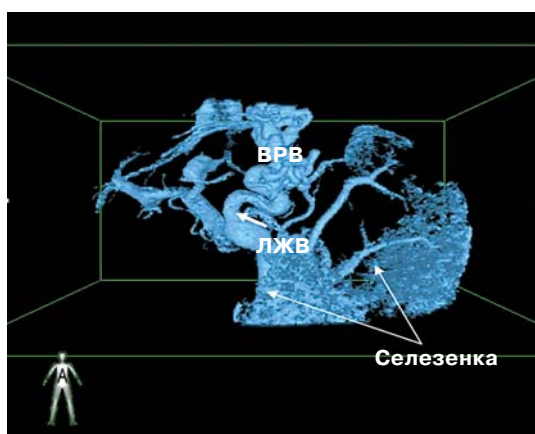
Компьютерная томограмма, 3D-реконструкция. Расширенная левая желудочная вена с последующим формированием варикозно расширенных вен пищевода.
